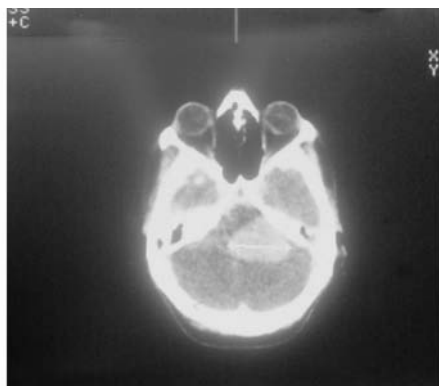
TC axial que muestra un gran neurinoma del VIII par que alcanza la línea media.
